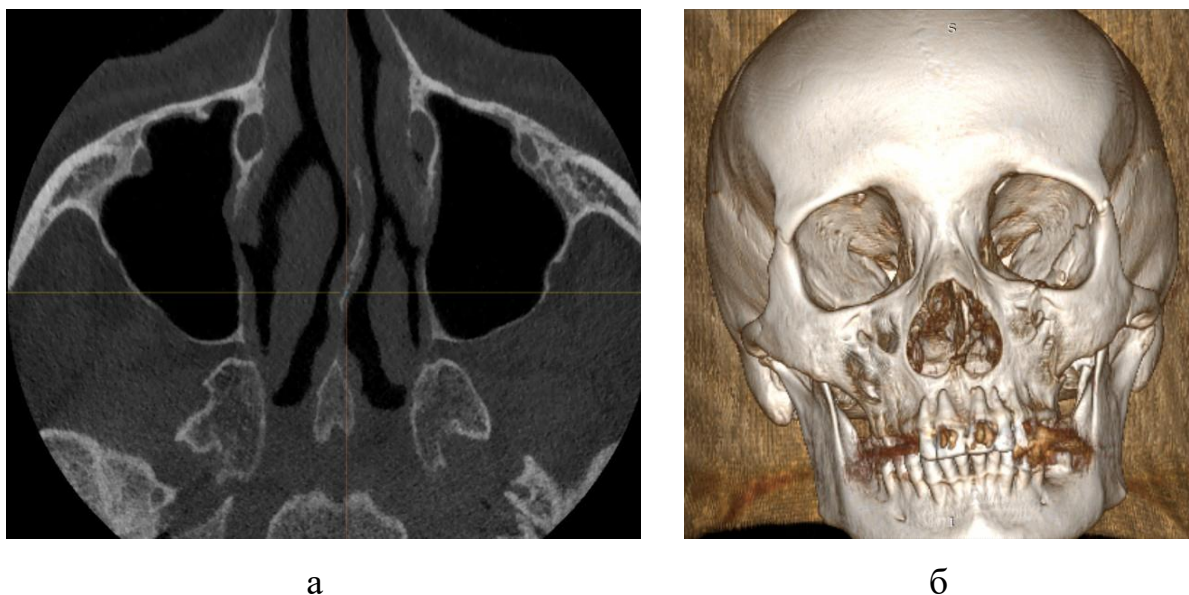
Зріз у аксіальній проєкції (а) та режимі 3D-реконструкції (б) контрольної МСКТ хворої П., 58 років, історія хвороби № 4.1954 (пояснення в тексті).
